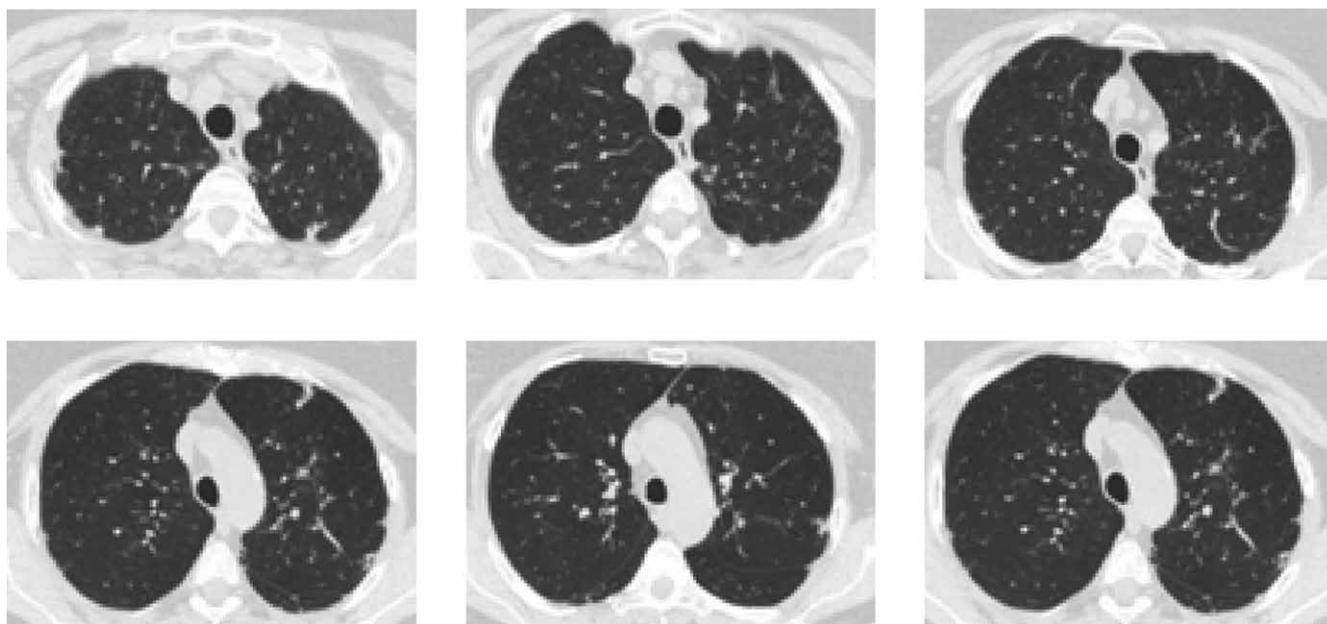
СКТ: выборочные сканы после окончания интенсивной химиотерапии (2 мес)
